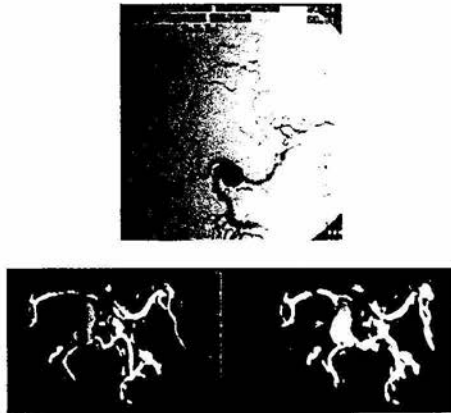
Estudio de angiografía y angiotomografía donde se observa aneurisma sacular carotídeo en segmento comunicante izquierdo.
